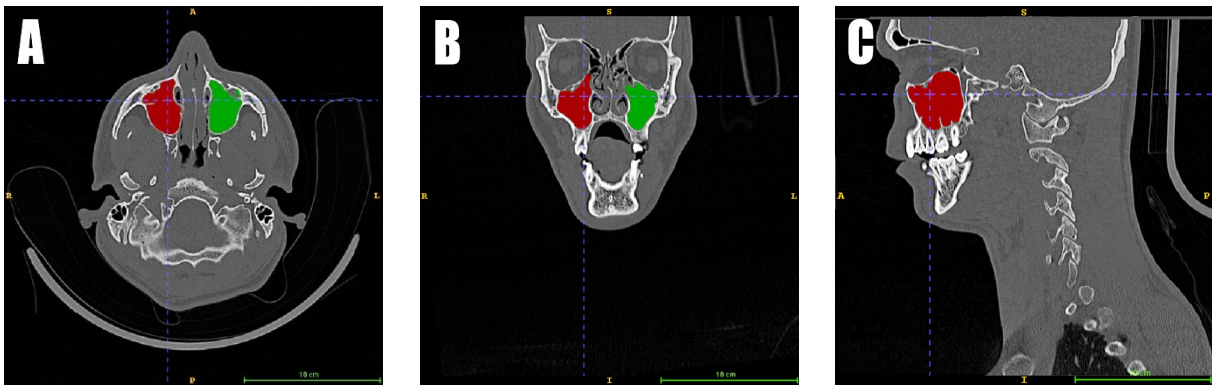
CT-Aufnahme mit wenig dislozierter, isolierter Jochbogenfraktur links in (A) axialer, (B) koronaler und (C) sagittaler Ansicht dargestellt mit beidseitig gemessenen Volumen (rot und grün)
